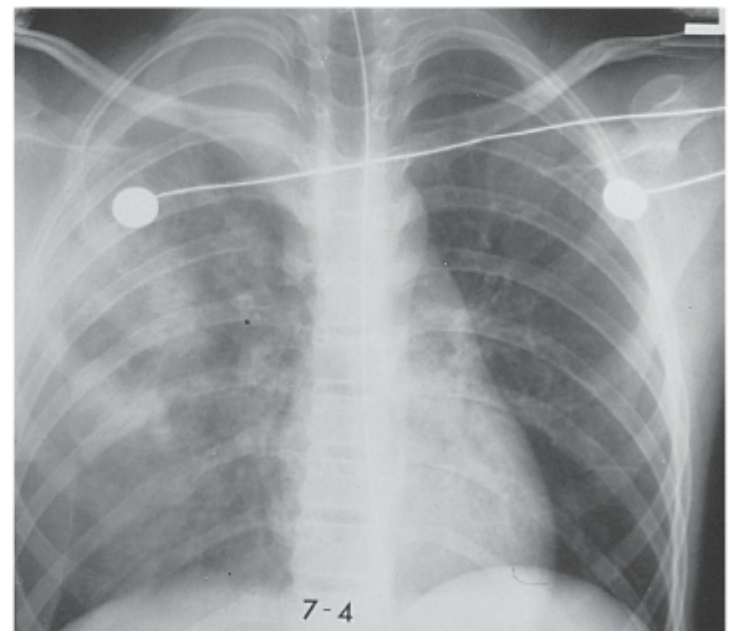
Radiografia de tórax mostrando uma contusão pulmonar.
